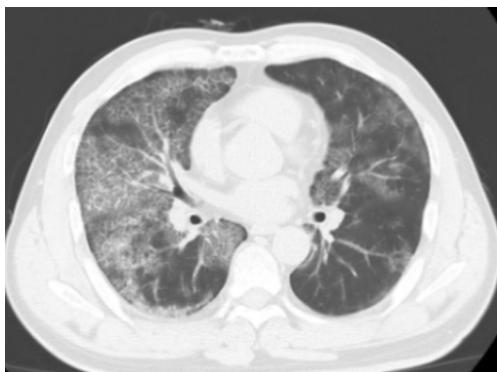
给予皮下注射GM-CSF治疗后, 复查胸部CT
